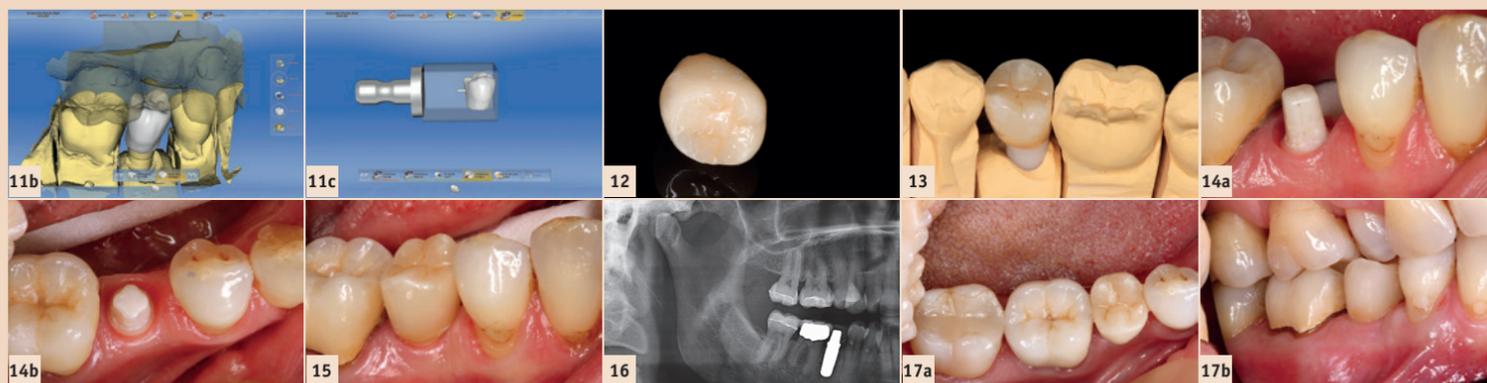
Die Aufbereitung des Implantatbetts erfolgte unter externer Kühlung mit Kochsalzlösung. – Abb. 4: Das Keramikimplantat (4,5 x 10 mm) wird mit dem Eindrehinstrument aufgenommen ... – Abb. 5: ... und mit niedriger Drehzahl in das vorbereitete Implantatbett eingebracht. – Abb. 6: Es konnte eine ausreichende Primärstabilität von 25 Ncm erreicht werden. – Abb. 7: Das Operationsgebiet wurde mit zwei Einzelknopfnähten verschlossen. – Abb. 8: Provisorische Krone Regio 45 in situ. – Abb. 9a und b: Bei der Überabformung gewährten spezielle Übertragungskapen die exakte Übertragung der Situation vom Mund auf das Modell. – Abb. 10: Das Meistermodell mit dem entsprechenden Laboranalog. – Abb. 11a und b: Nach der Digitalisierung des Meistermodells mit Laboranalog wurde eine vollanatomische Krone konstruiert. – Abb. 11c: Nesting der konstruierten Krone in den Rohling. – Abb. 12: Die fertiggestellte Krone aus Hybridkeramik. – Abb. 13: Die Krone auf dem Modell. – Abb. 14a und b: Optimale Weichgewebverhältnisse vor dem Einbringen der definitiven Restauration. – Abb. 15: Die Krone wurde mit Befestigungskomposit eingegliedert und der periimplantäre Bereich auf etwaige Zementreste geprüft. – Abb. 16: Abschließende Röntgenkontrollaufnahme. – Abb. 17a und b: Die Situation zwei Monate nach Eingliederung der definitiven Versorgung.
